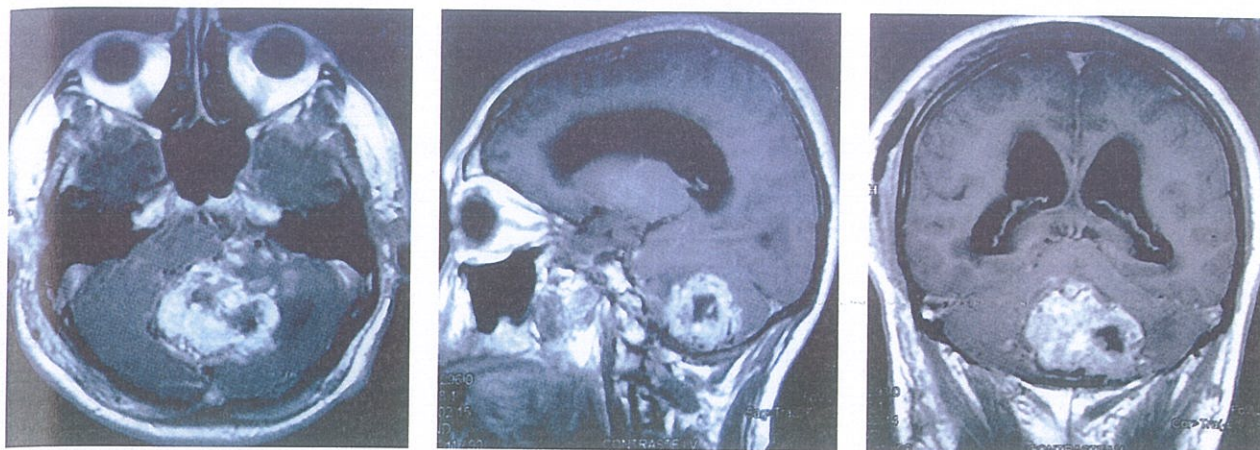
RMN cerebral contrastada en cortes axial, sagital y coronal demuestran lesión expansiva en fosa posterior que se realiza intensamente con el medio de contraste demostrando además áreas hipointensas en su interior compatibles con necrosis. Se evidencia gran compresión del IV ventrículo con dilatación triventricular.
